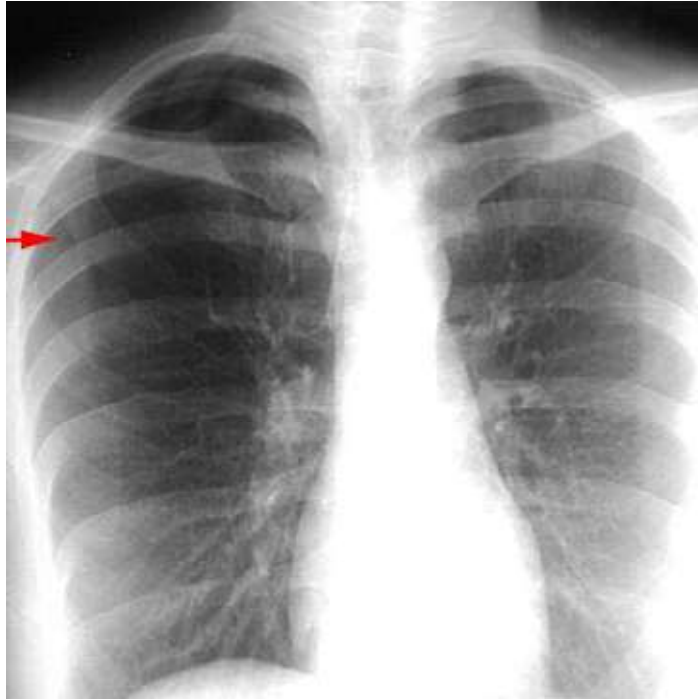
Radiographie thoracique de face : montre un PNO droit partiel.
